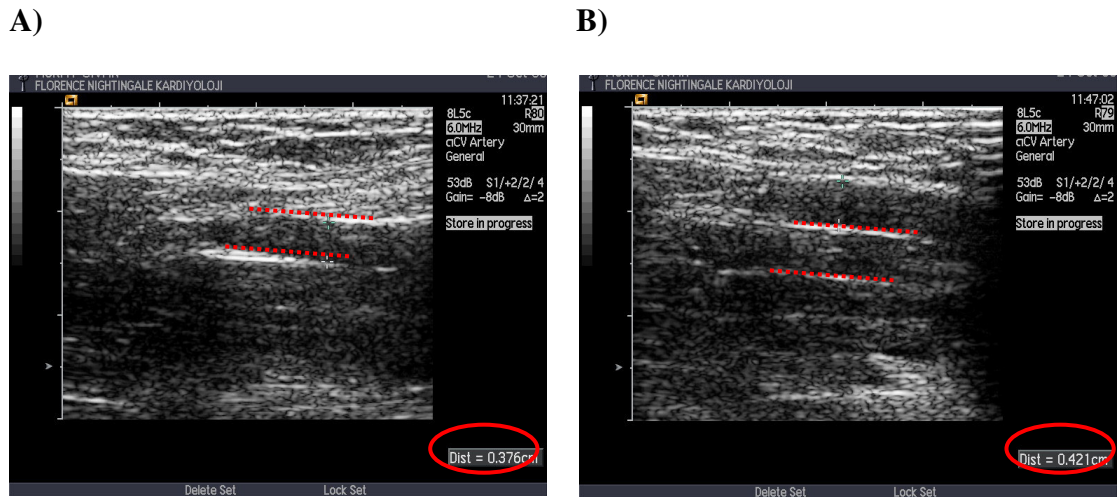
Longitudinal planda brakiyal arterin ultrasonografik 2D görüntüsü
